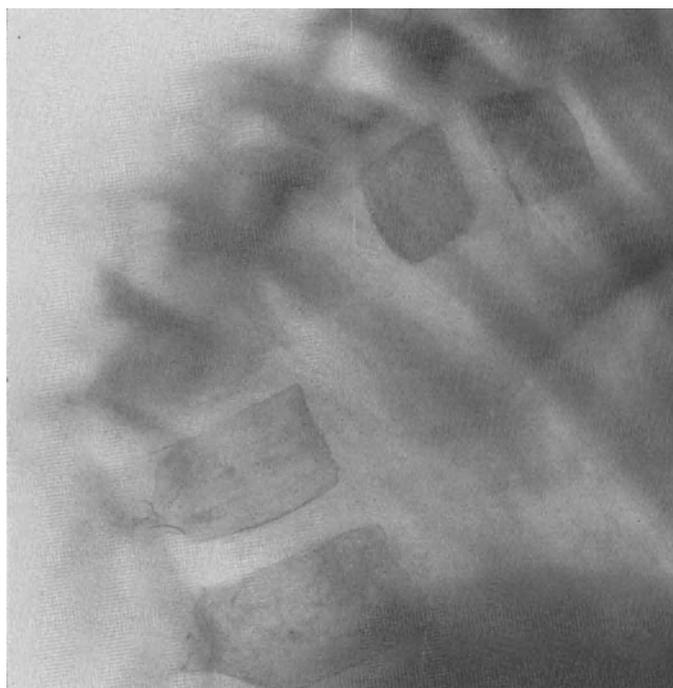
Röntgenbild zu Abb. 13. (Vgl. Abb. 15.)
